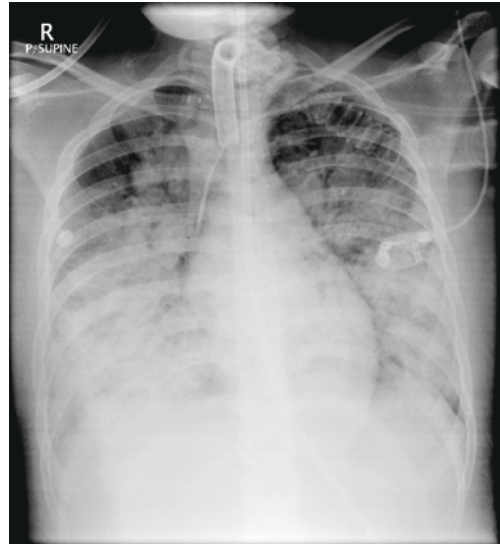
D-6-1 Das Röntgen-Thorax-Bild zeigt bilaterale fleckige und flächige Verschattungen bei einer jungen Patientin mit Kryptokokken-Meningitis und Lungenversagen im Verlauf.
